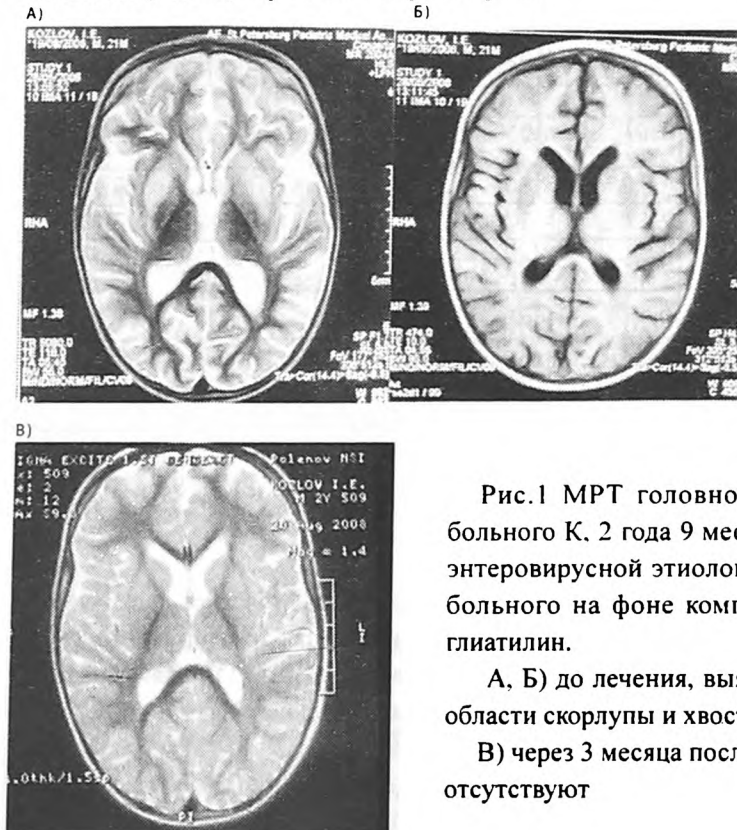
МРТ головного мозга (аксиальные срезы) больного К, 2 года 9 месяцев, диагноз- лейкоэнцефалит энтеровирусной этиологии, острое течение. В лечении больного на фоне комплексной терапии применялся глиатилин.
